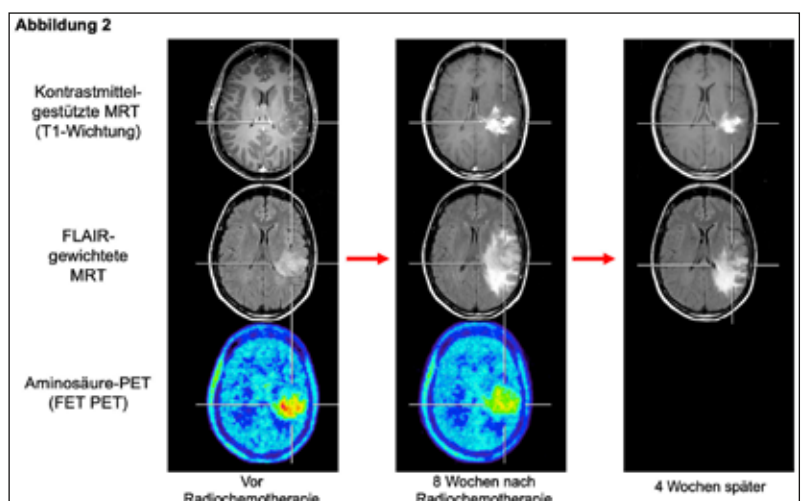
Beispiel einer Pseudoprogression eines Glioblastoms im Rahmen der Erstlinien-Therapie. Im Vergleich zur MRT vor der Radiotherapie mit konkomitanter Temozolomid-Chemotherapie (links) legen die Aufnahmen nach Abschluss der Radiochemotherapie (Mitte) eine Tumorprogression nahe, während die FET PET im Gegensatz dazu einen deutlichen Rückgang der Stoffwechselaktivität zeigt und somit mit einer Pseudoprogression vereinbar ist. Die MRT-Verlaufskontrolle vier Wochen später (rechts) zeigt bereits eine Rückbildung der Befunde ohne Behandlungsänderung, was ebenfalls auf eine Pseudoprogression hindeutet.
